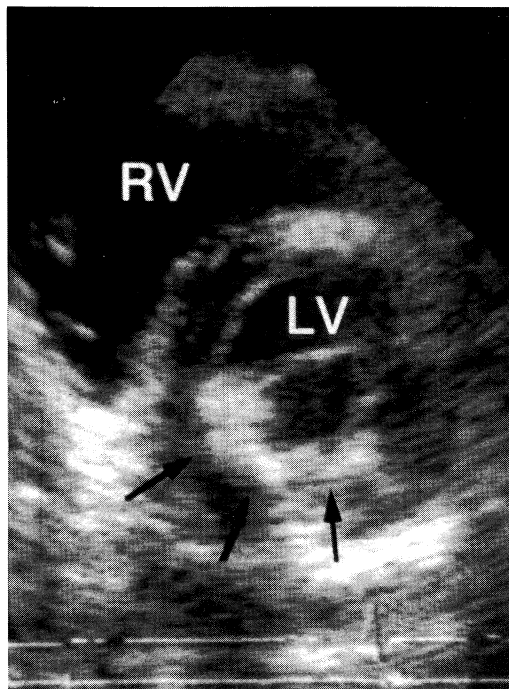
Two dimensional echocardiogram. Mitral annular calcification (arrows) was seen. RV=right ventricle, LV=left ventricle.
